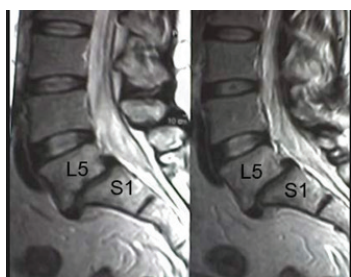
Ressonância nuclear magnética da coluna lombo-sagrada, mostrando área de protusão medular, fazendo diagnóstico imagiológico de hérnia discal da transição L5-S1.
